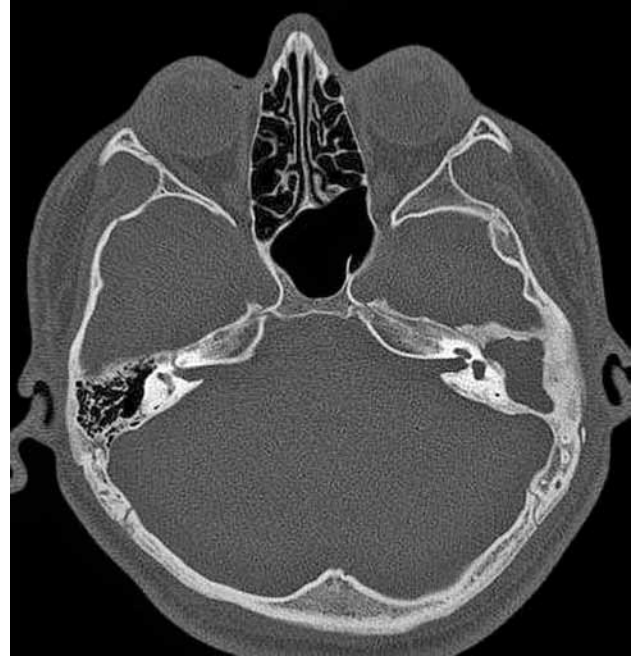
Yirmi sekiz yaşında kadın olgu. Aksiyel yüksek çözünürlüklü bilgisayarlı tomografi ile görüntülemelerde sol orta kulak boşluğunda ekspansiyon ve yumuşak doku yoğunluğu mevcut. Ayrıca yan semisirküler kanal, sigmoid sinüs duvarı ve mastoid kemikte destrüksiyonlar izleniyor.
